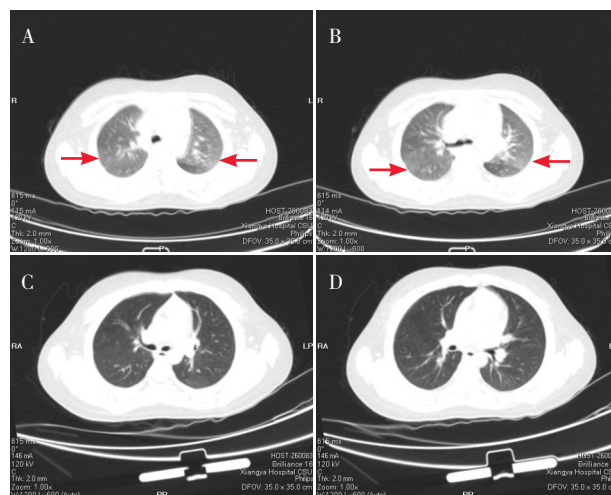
肺部CT平扫成像 图A、B示治疗前双肺透亮度不均，以左上肺明显，左下肺背段可见斑片状密度增高影，边缘模糊（箭头所指）。图C、D示治疗5 d后病灶消失。
